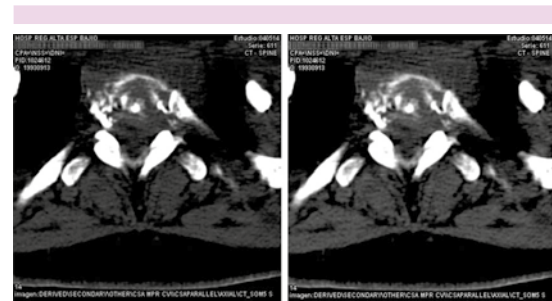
Tomografía, corte axial en T1: lesiones de tipo lítico a nivel de cuerpo vertebral con infiltración intrarraquídea y a elementos posteriores.
